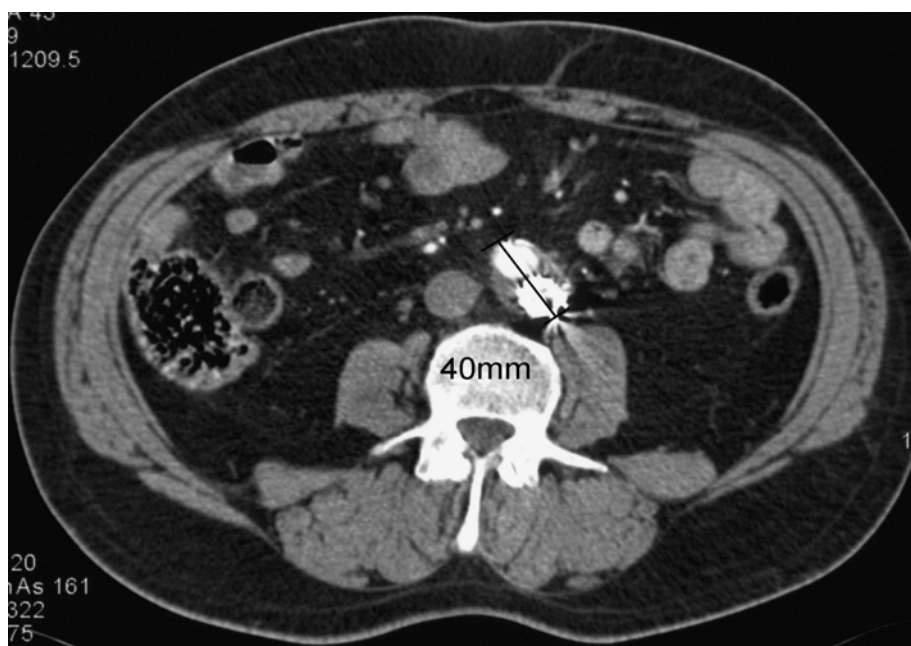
b: kontrastmittelverstärktes CT vom 12.06.2003 56 Monate post operationem
